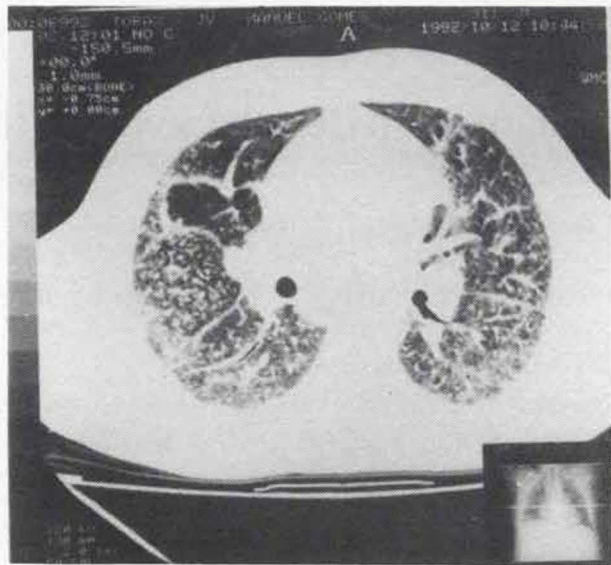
TAC torácica: adenopatias hilares e mediastínicas; reticulomicronodulação difusa, áreas de aumento de densidade do parênquima e áreas de espessamento pleural.
